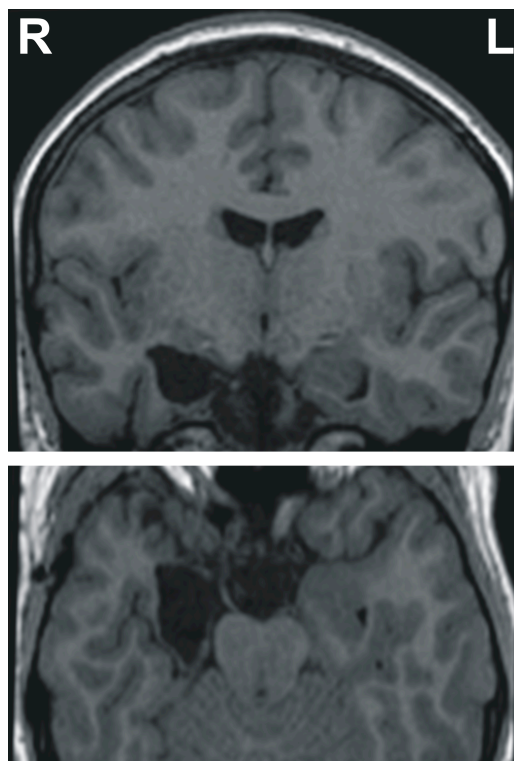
Beispiel zweier MRT-Schnittbilder der Patientin D.B. Obere Abbildung: koronares Schnittbild perpendikulär zur Verbindungslinie durch die vordere und hintere Kommissur (Commissura anterior/posterior, AC-PC-Linie) auf der Höhe der Amygdala, des rostralen Hippokampus, des rostralen ERC, des rostralen PRC sowie des ITC. Untere Abbildung: axiales Schnittbild unterhalb und parallel zur AC-PC-Linie, auf der Höhe der Amygdala, des rostralen Hippokampus, des rostralen ERC, des rostralen PRC sowie des ITC. Beachte die Schädigung des rostralen Hippokampus und der angrenzenden MTL-Regionen auf der rechten Seite.
